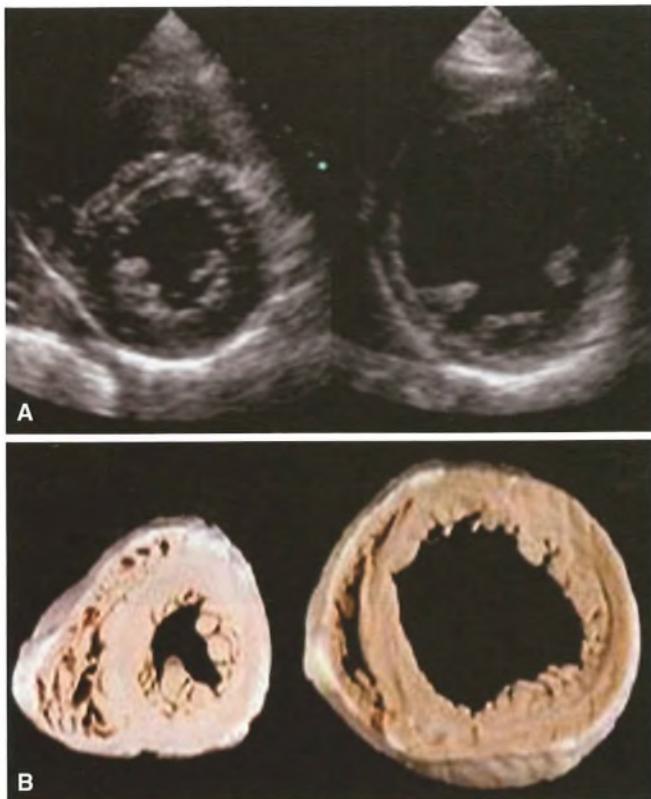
Cardiomiopatia dilatativa: dilatazione della cavità del ventricolo sinistro. A) Visione parasternale asse corto; B) reperto anatomico-patologico.
